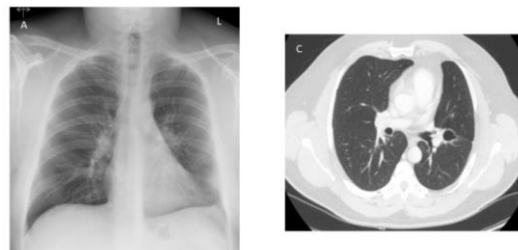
A) Radiografía de tórax PA: distorsión hilar izquierda, con atelectasia segmentaria de la língula. B) Imagen de la TC torácica (ventana pulmonar): aumento de grosor pseudonodular parahiliar superior izquierdo de 25x18 mm, con pequeño neumatocele adyacente
